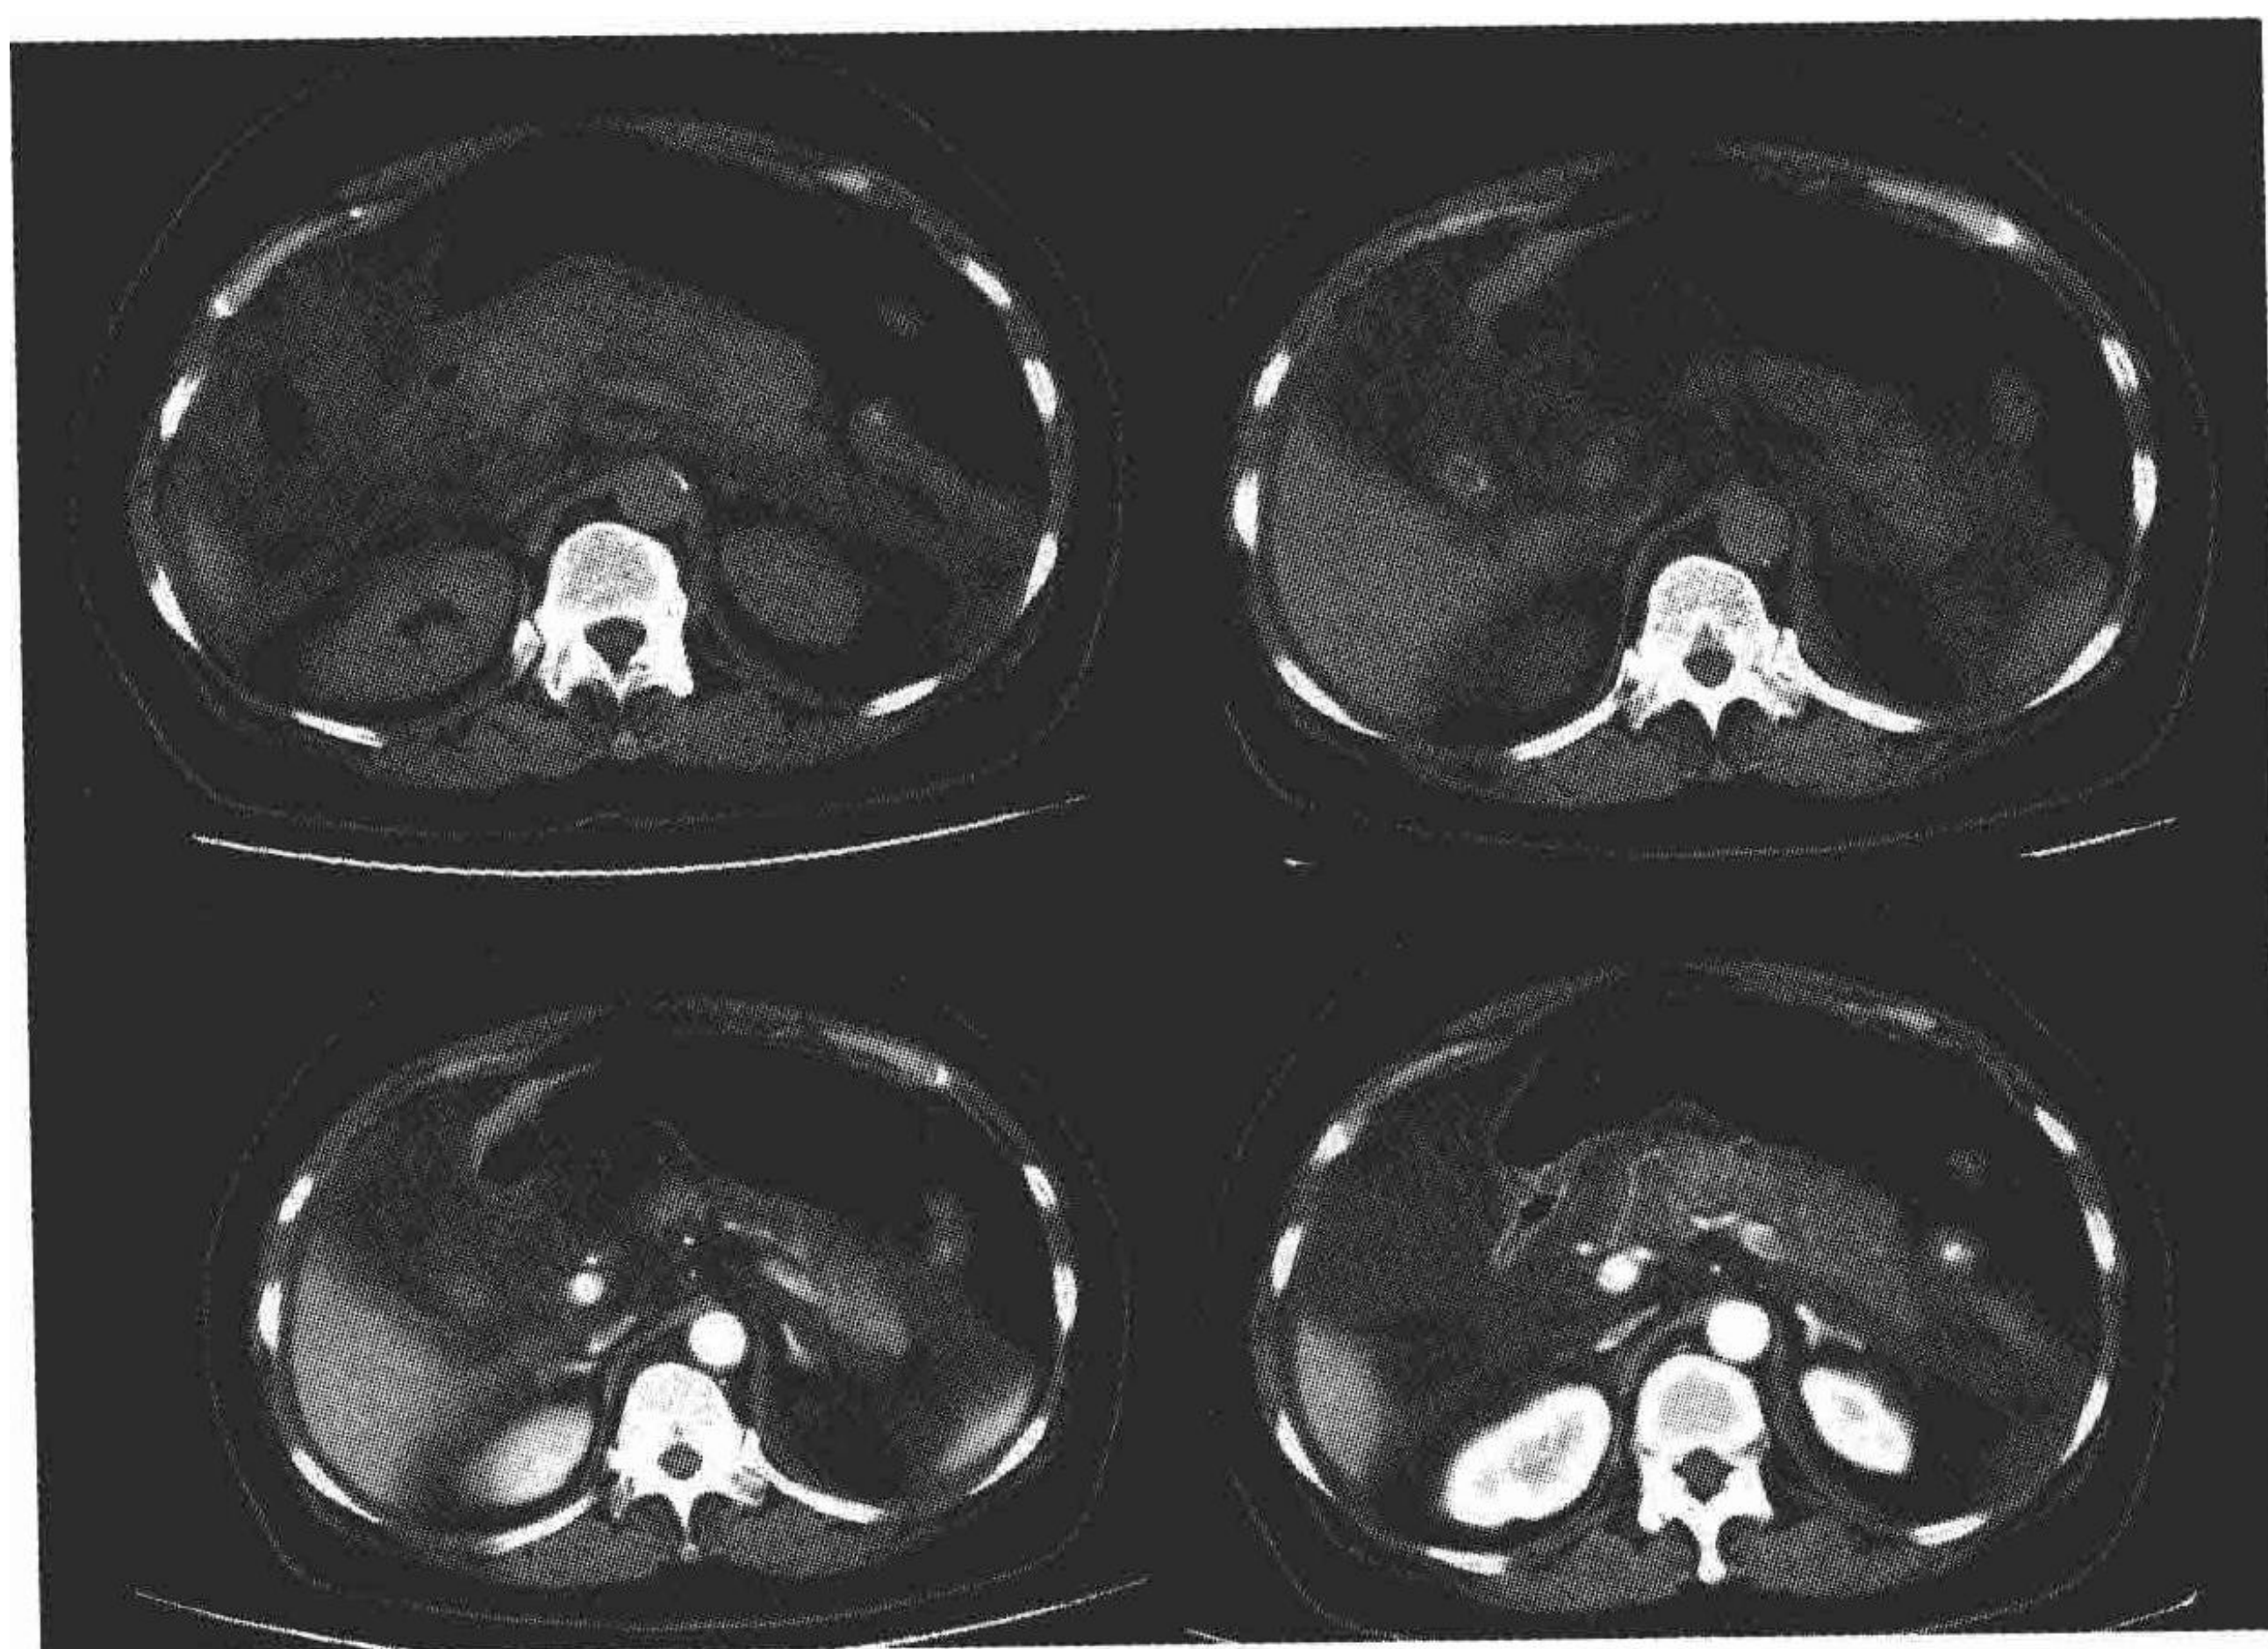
胰周蜂窝组织炎 CT 平扫及增强扫描
